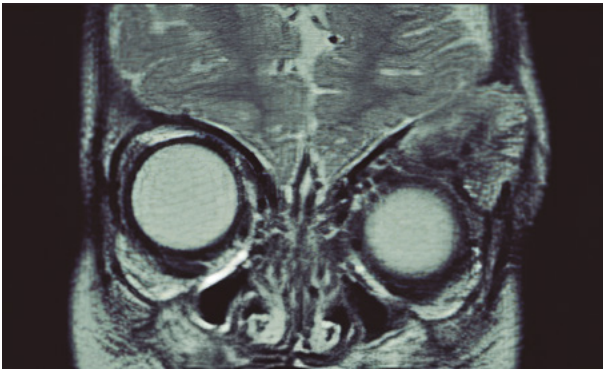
Resonancia magnética orbital, corte coronal, secuencia T2: defecto óseo temporal-superior izquierda ocupado por un material con señal heterogénea en un paciente con HCL multifocal.
